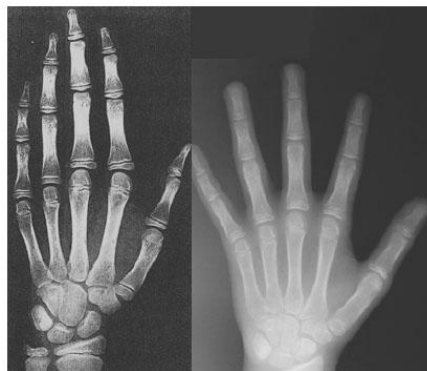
Comparaison de la radiographie de la main et du poignet gauche d'une fillette de 10 ans, à droite, et de la radiographie standard correspondante issue de l'atlas de Greulich et Pyle, à gauche [72].
